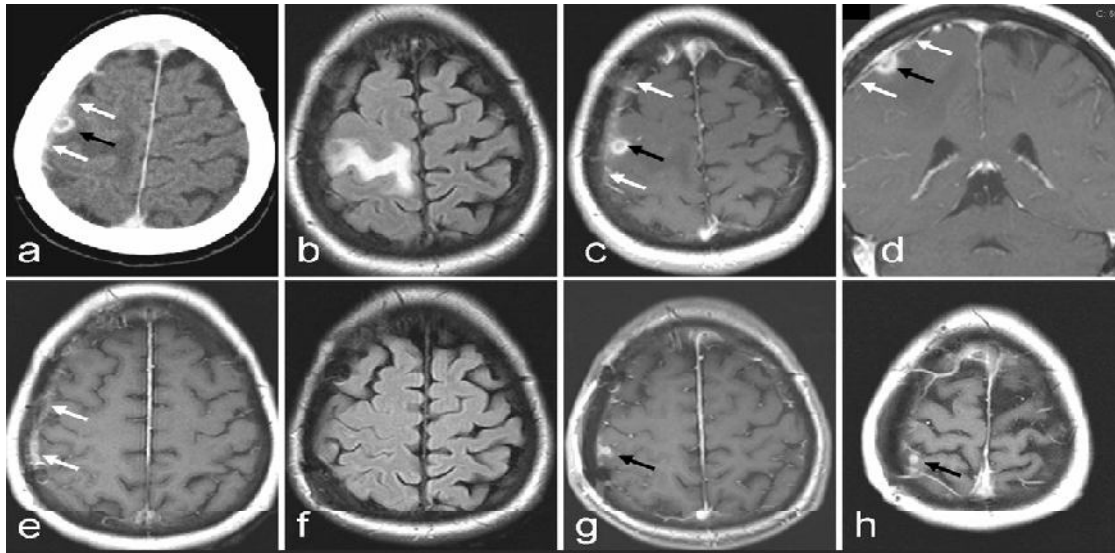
TDM (a) et IRM (b–h) dans 4 différentes occasions. a–d : au moment de la présentation avec des symptômes neurologique. Les images montrent une lésion rehaussée en petit anneau (*flèches noires*), épaissement et rehaussement des méninges (*flèches blanches*) et un œdème environnant avec un hyper-signal à la séquence FLAIR b : entre les sillons central et post central. e–f : MRI après 4 mois de la chirurgie ne montrant rehaussement de contraste des lésions du parenchyme sur (e) ni d'œdème sur (f). L'image (e) montre un rehaussement des méninges (*flèches blanches*), qui est, au moins un résultat postopératoire attendu. g : IRM obtenue de la récurrence des symptômes environs 1 an après la chirurgie montrant un petit anneau rehaussé au même endroit de la lésion primaire. h : IRM obtenue 2 ans après l'apparition des symptômes neurologiques montrant une nouvelle lésion nodulaire (*flèche, h*) dans la tranche juste au dessus du site de la lésion primaire. ^[52]
